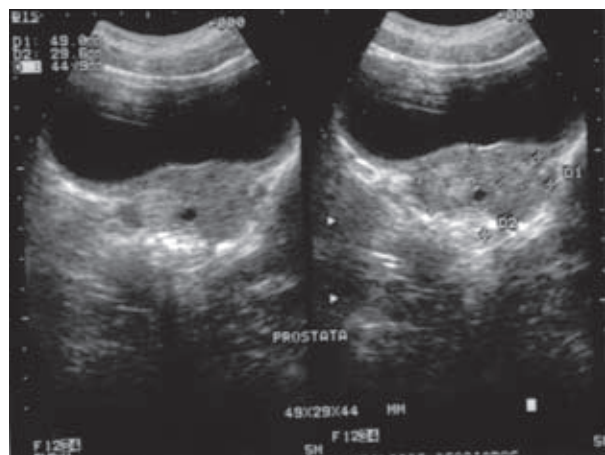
Ultrasonido de control posoperatorio al 7 de noviembre de 2005.
